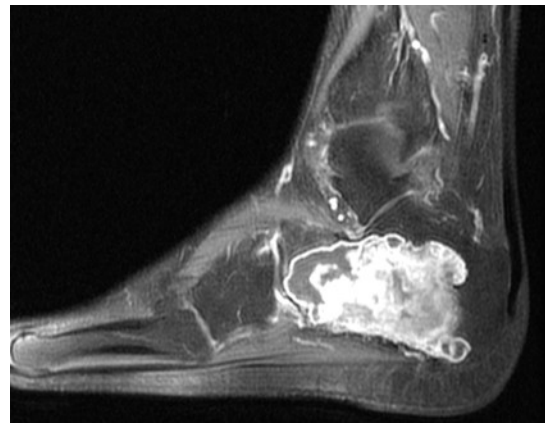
coupe IRM sagittale en pondération T1 apres injection de gadolinium et saturation du signal de la graisse montrant un chondrosarcome du calcaneus
